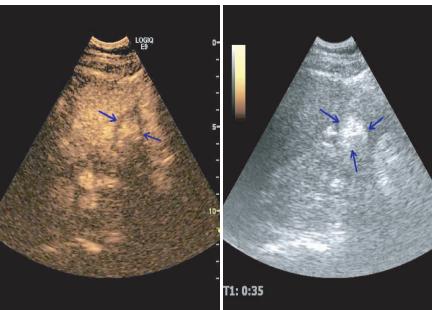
同图1患者,术后3个月,超声造影显示病灶区呈“黑洞征”,病灶完全坏死(箭头示)
